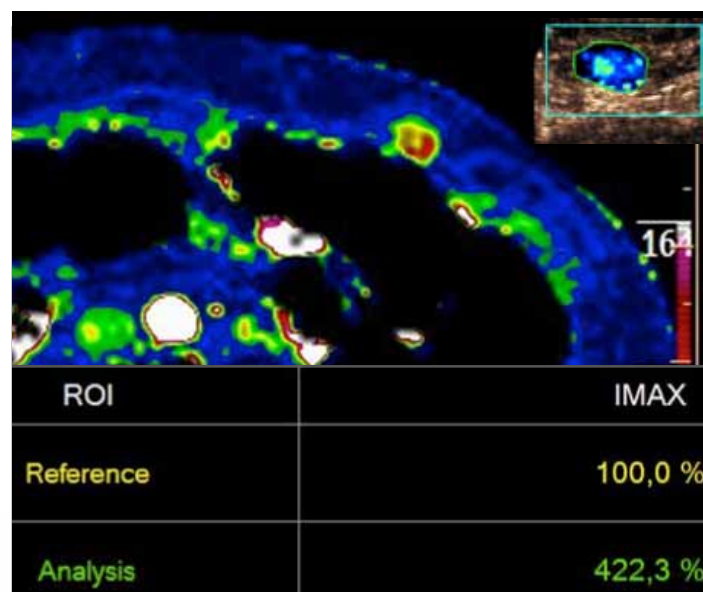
Parametriske værdier som f.eks. maksimal opladning kan på samme måde som ved DCE-CT visualiseres og ved DCE-US foruden objektiv kvantiteres.
